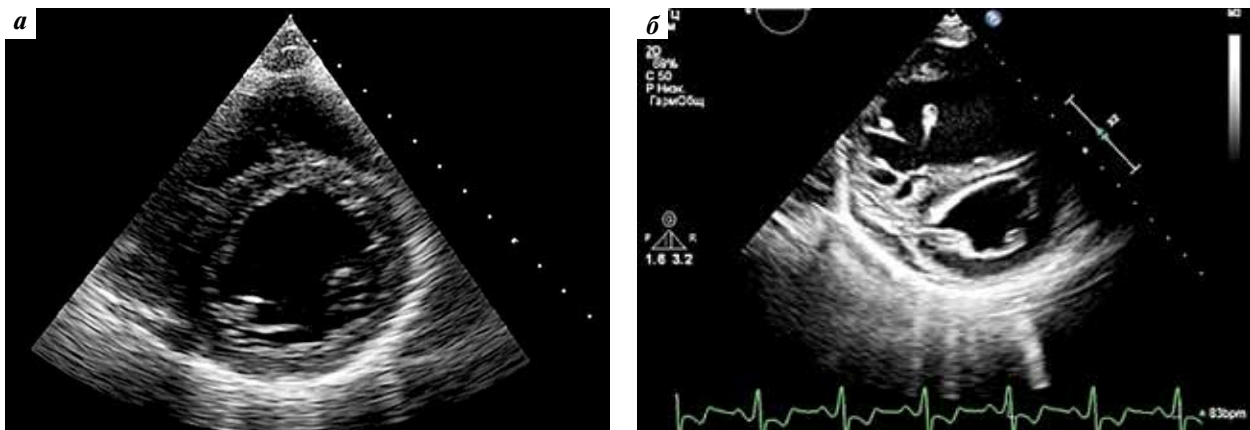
Эхокардиограммы нормального (а) и увеличенного (б) размеров правого желудочка из парастеральной позиции по короткой оси
